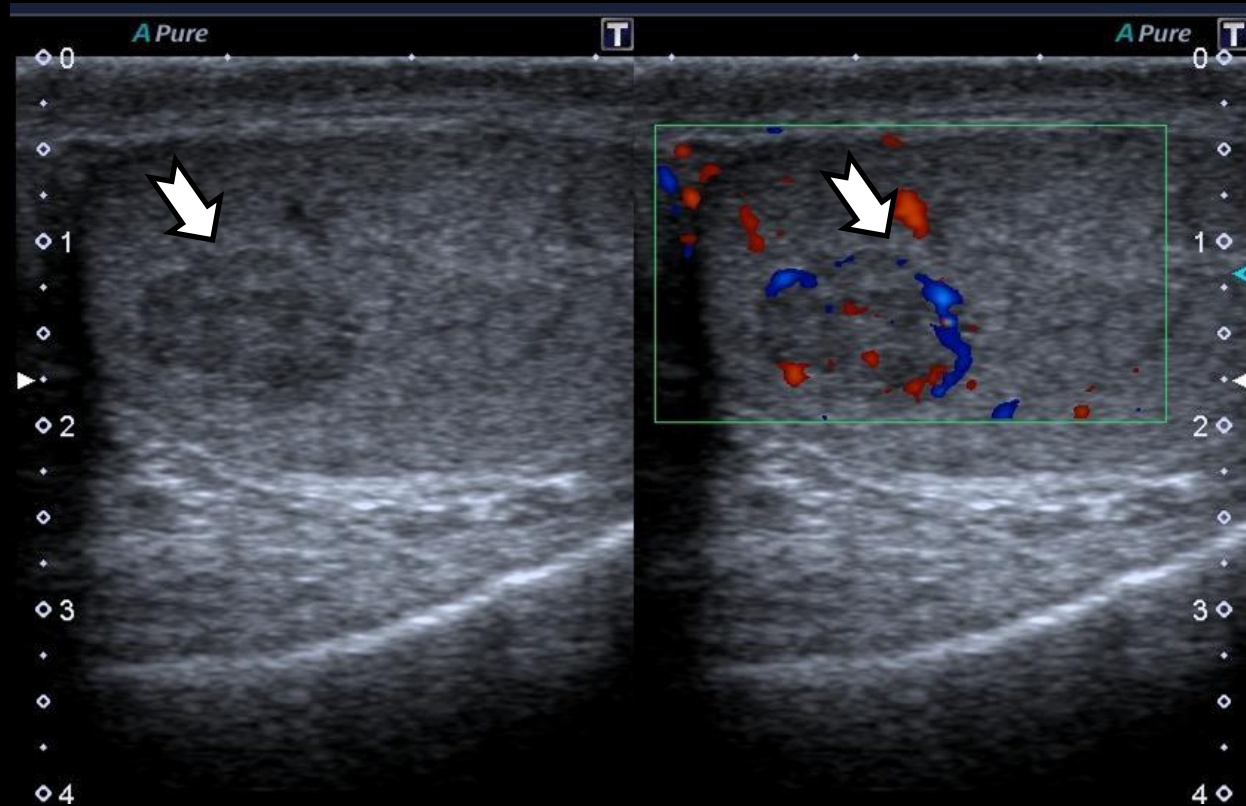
Imagen sólida intratesticular (➡) predominantemente hipoeoica de márgenes definidos con vascularización al Doppler color.
